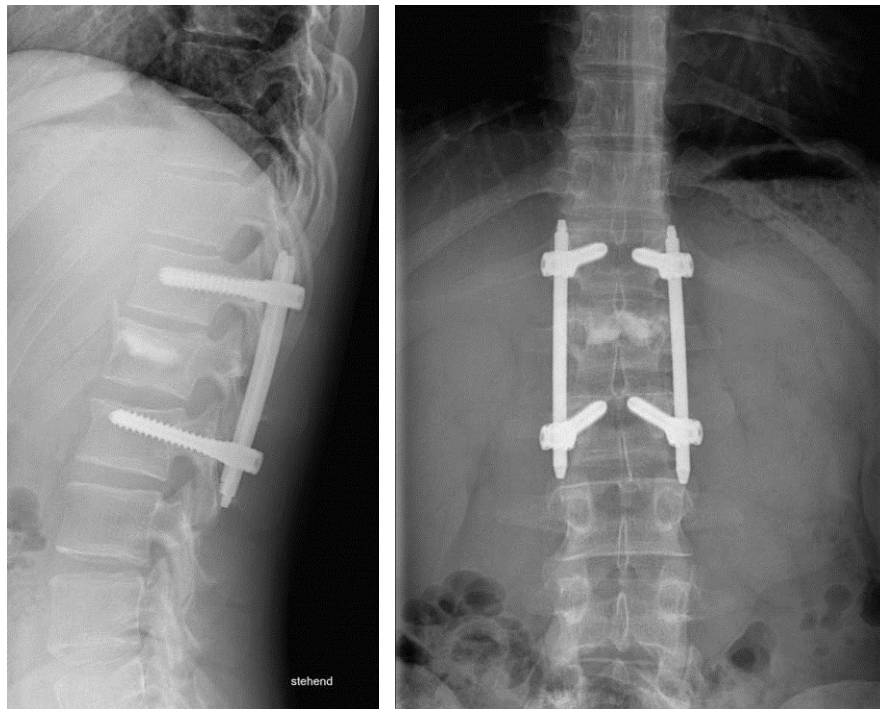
Röntgenaufnahmen vor Metallentfernung
